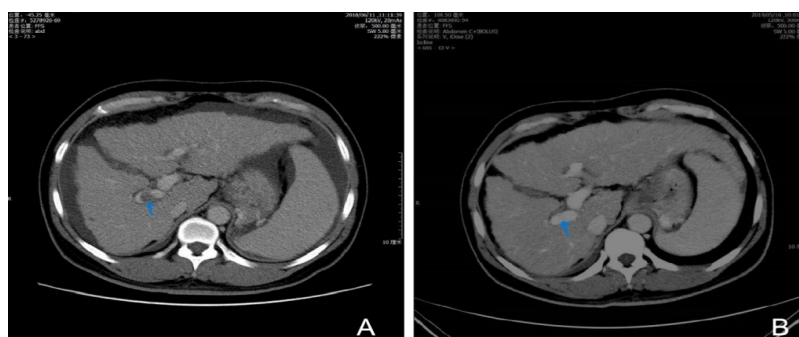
1例PVT自发再通肝硬化并发GOV患者的腹部CT图
